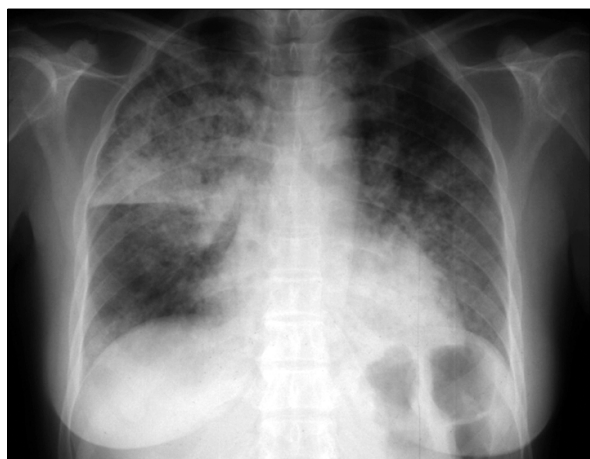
Initial Chest X-ray showing diffuse infiltration in both lung fields.
